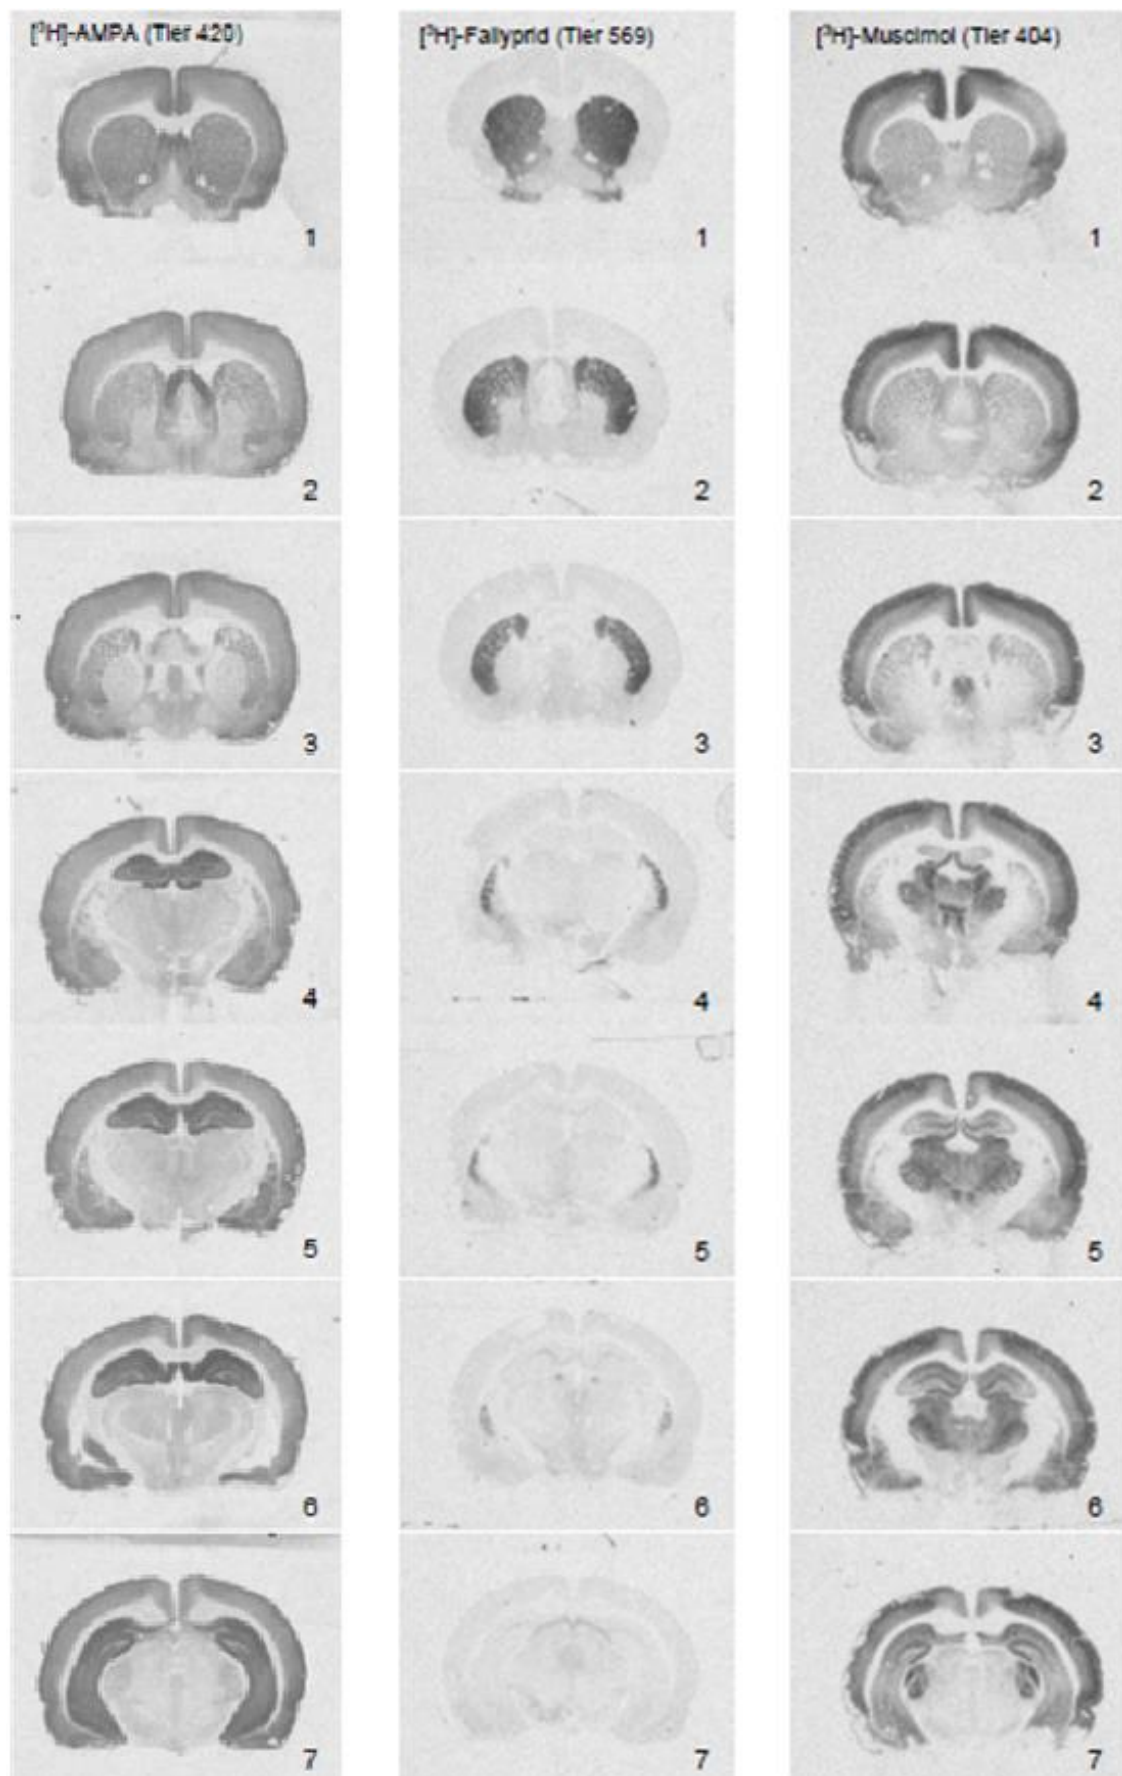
Autoradiographische Bilder von rostral nach kaudal (Teil 2)
